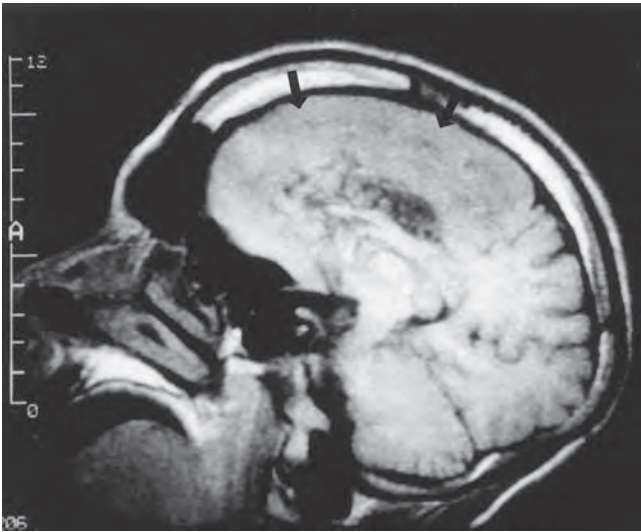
Estudio de imagen por RM del cerebro que ilustra la superficie lisa del hemisferio cerebral (flechas) en un paciente con lisencefalia.
